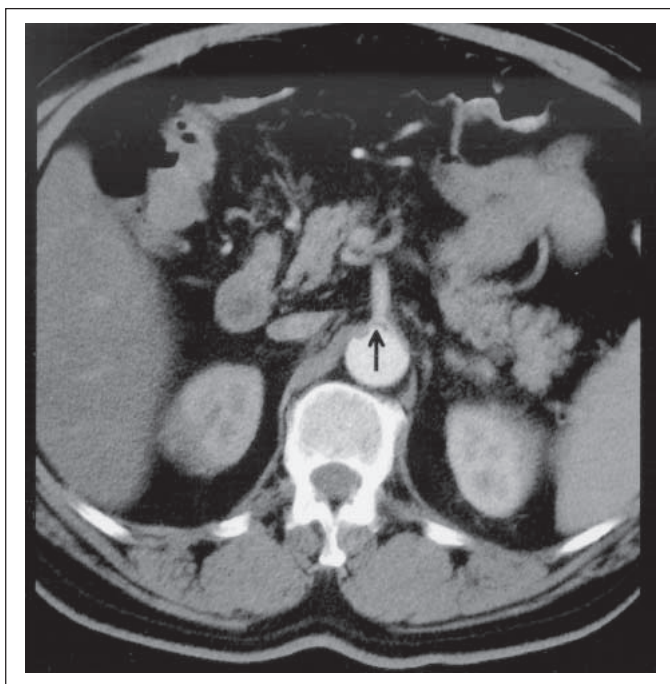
Akute Aortendissektion; Computertomographie nach Kontrastmittelgabe im Bolus. Darstellung einer dynamischen Lage einer Dissektionsmembran. Die Membran legt sich segelartig über das Ostium der Arteria mesenterica superior und verschließt dieses subtotal (Pfeil).
